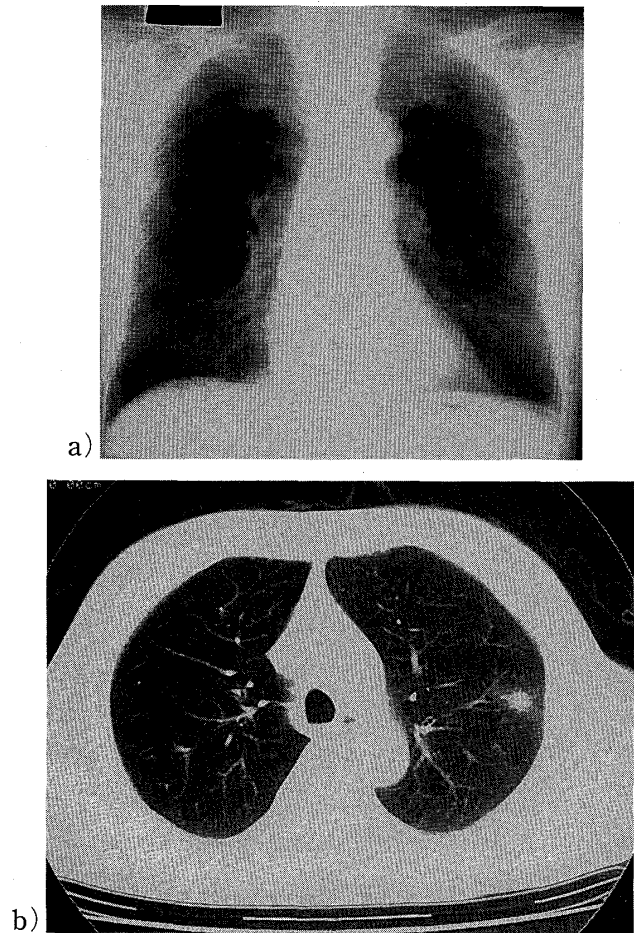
Follow-up chest X-ray (a) and CT (b) three years after the initiation of chemotherapy showing enlargement of the primary nodule.
